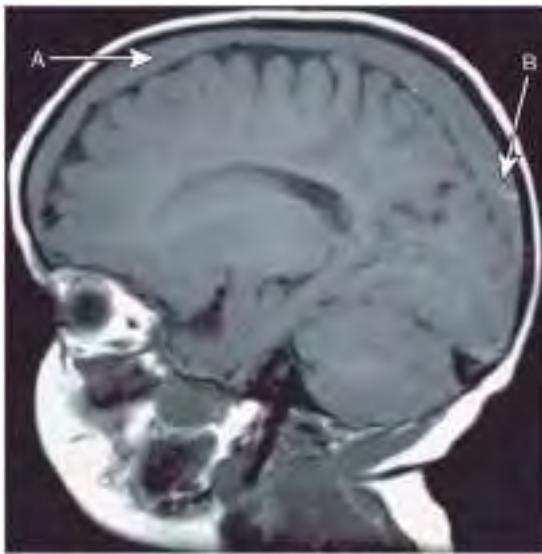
TC en la que se aprecia una hemorragia intracraneal. Flecha A, Sangre antigua. Flecha B, Sangre reciente.
